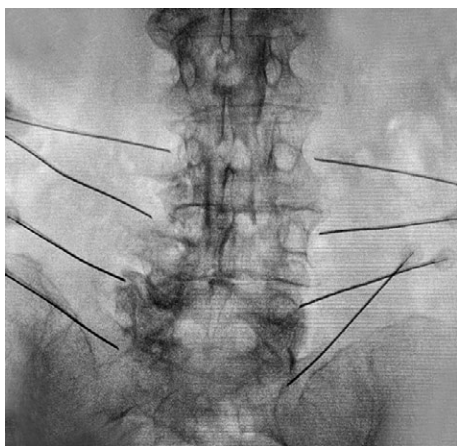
Пункционная радиочастотная денервация фасеточных суставов. Рентгенологический интраоперационный контроль положения направляющих канюль
